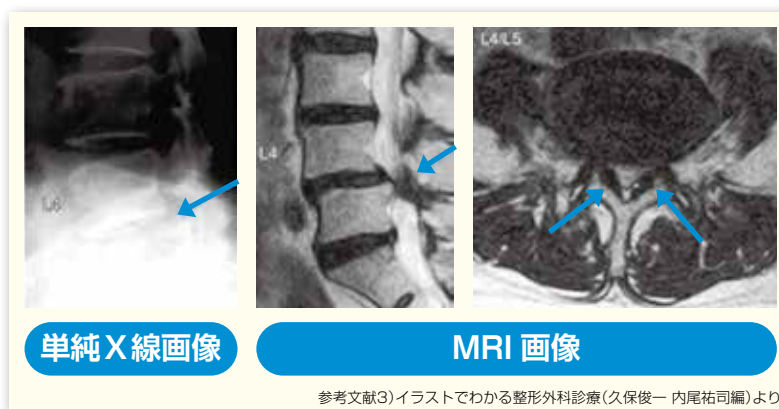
腰部脊柱管狭窄症の単純X線画像とMRI画像
